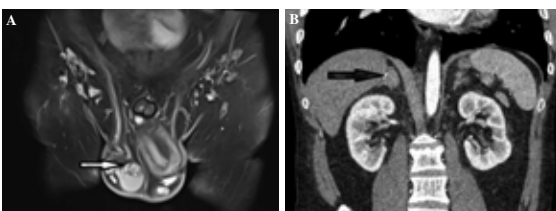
(A) Pelvic MR: testicular mass. (B) Abdominal CT: Surrenal mass.
